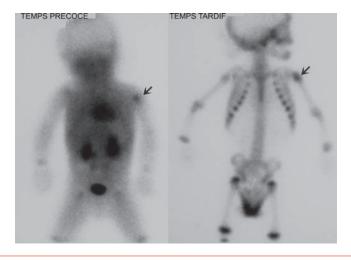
Scintigraphie osseuse : hyperfixation de l'extrémité supérieure de l'humérus gauche dans le cadre d'une ostéoarthrite de l'épaule gauche chez un nourrisson de 10 mois (radiographies normales, échographie retrouvant un petit épanchement intra-articulaire). Source : Danièle Pariente.
